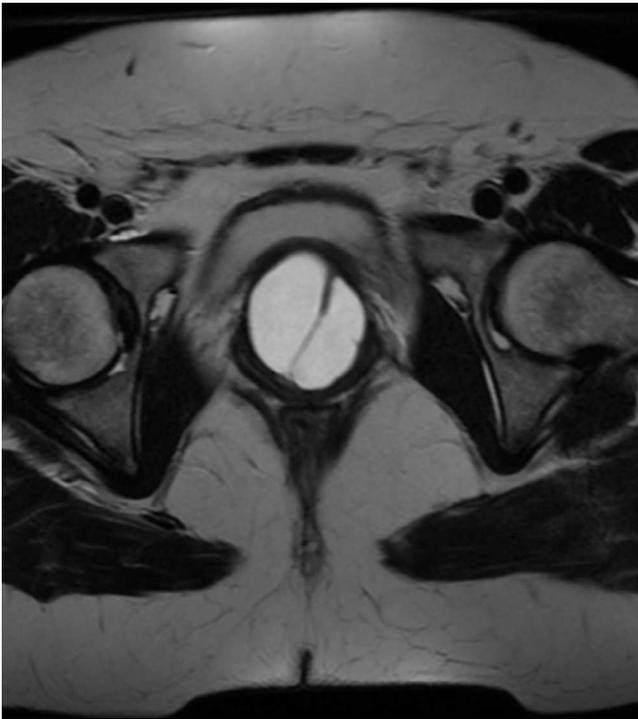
Tumoración vista en corte axial en RM.
